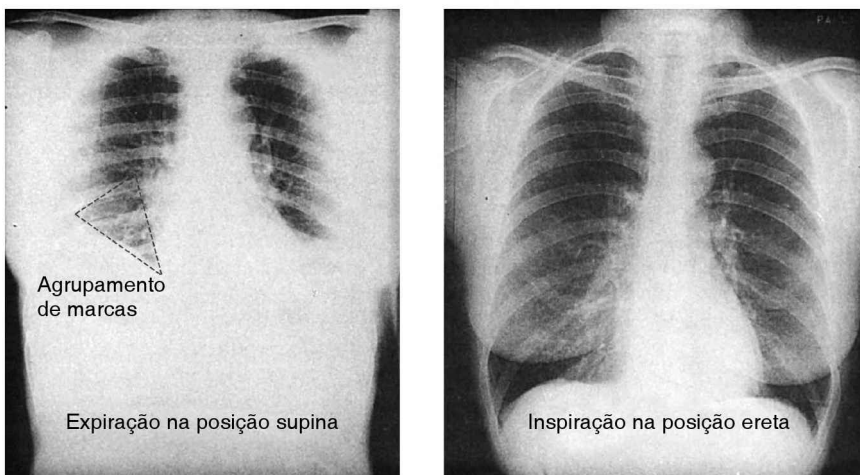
Efeito de uma redução no volume pulmonar em uma radiografia torácica portátil. Ambas as imagens foram obtidas com um intervalo de minutos entre uma e outra, no mesmo paciente. O triângulo pontilhado descreve uma área de agrupamento de marcas pulmonares que poderiam ser confundidas com pneumonia de base em pacientes febris. A imagem à esquerda foi intensificada por meios digitais.
